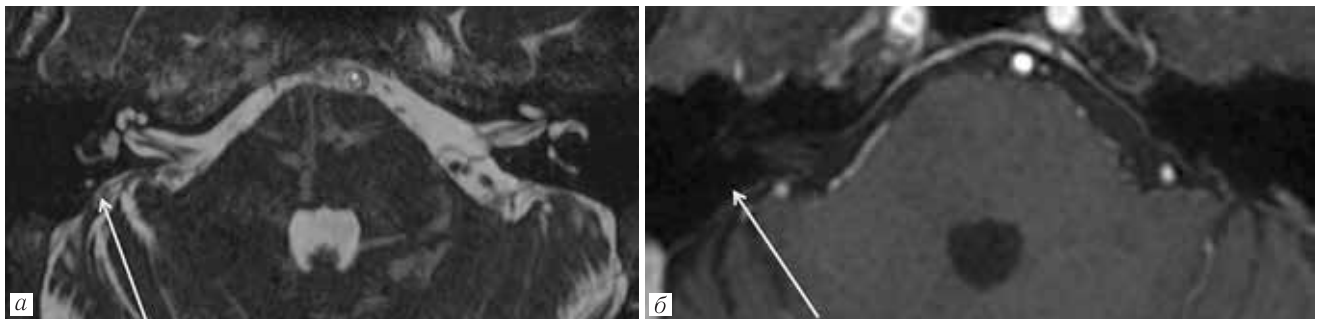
МРТ через 7 месяцев после оперативного вмешательства: *a* — ИП FIESTA, образование полностью удалено; *б* — T1-ВИ после внутривенного контрастного усиления — без признаков патологического накопления контрастного препарата в зоне операции
